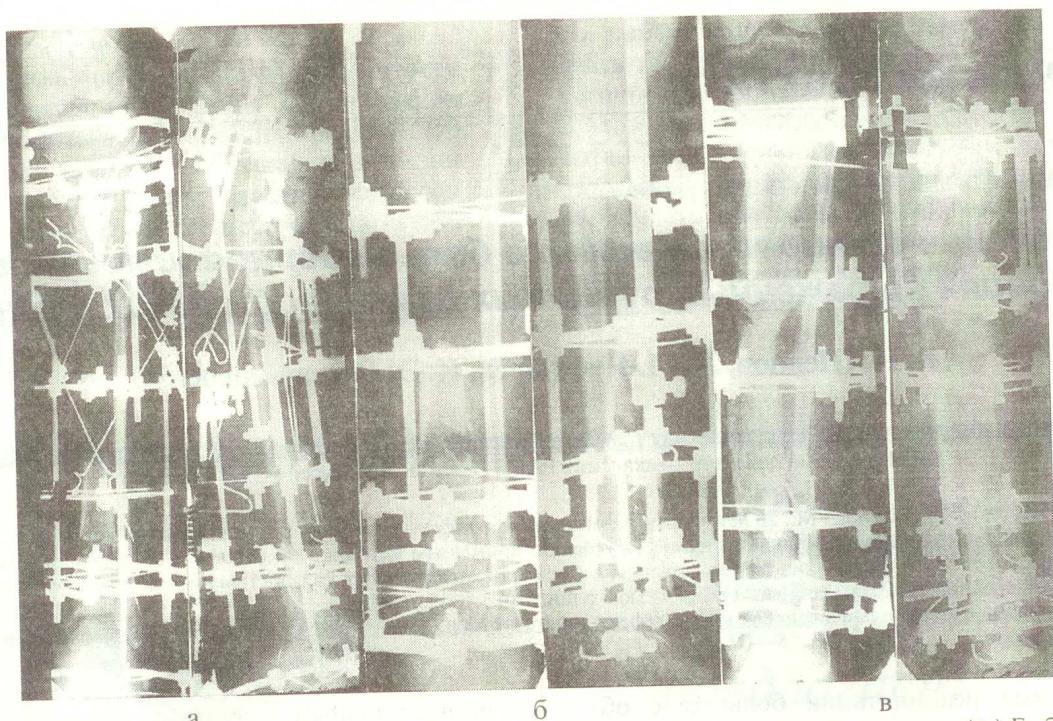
Рентгенограммы больного М. в процессе лечения (полилокальный чрескостный остеосинтез) а) Г-образная остеотомия проксимального и кортикотомия дистального отломков; б) дополнительная остеотомия дистального перемещаемого фрагмента; в) состояние после открытой адаптации костных отломков.
